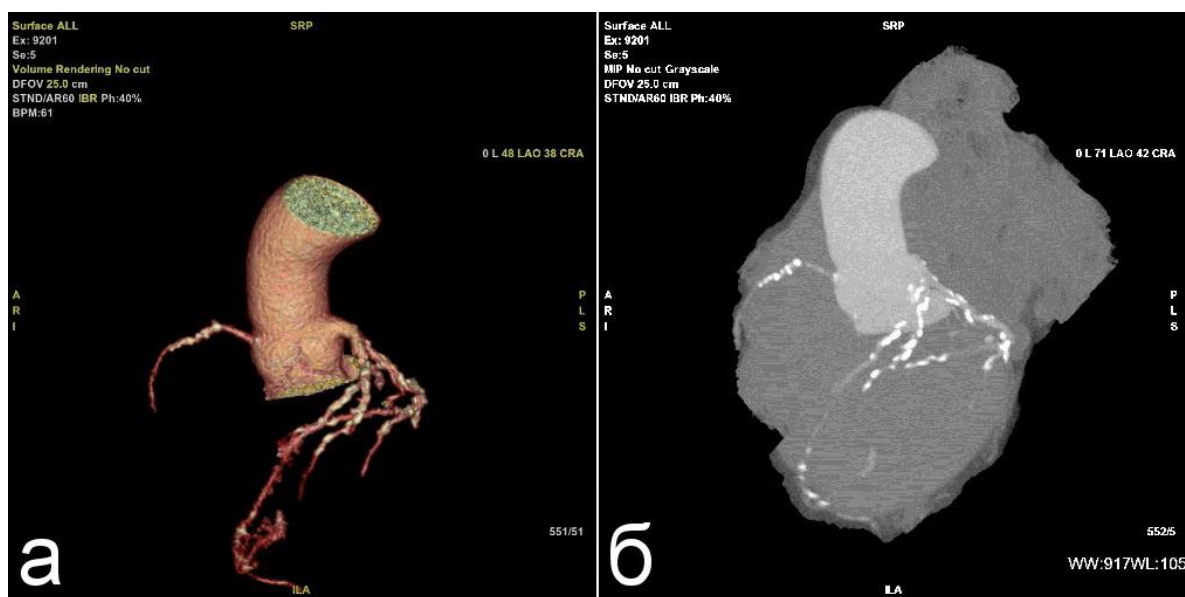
МСКТ КА. А: объемная реконструкция коронарных артерий; Б: объемная реконструкция в программе MIP (проекция максимальной интенсивности)
